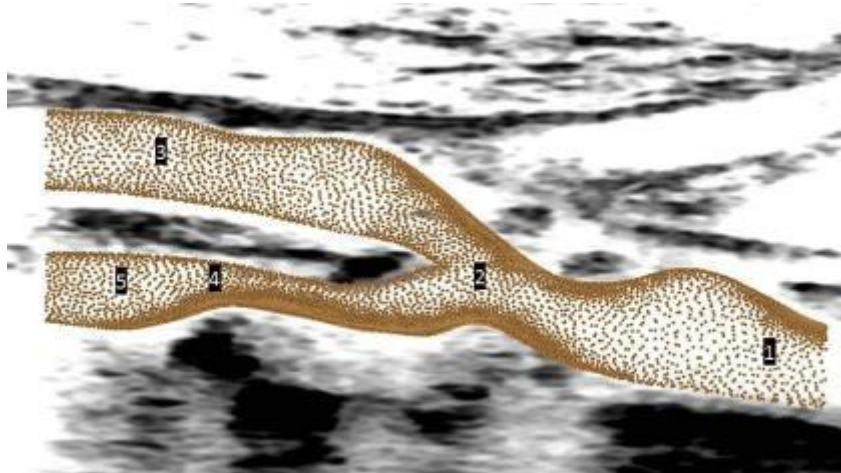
Volume discretization of the region of interest superposed on an acquired longitudinal B-mode image and locations of PW Doppler velocity records: (1) distal CCA; (2) bifurcation; (3) distal ECA; (4) stenotic ICA; (5) distal ICA of carotid artery bifurcation.
